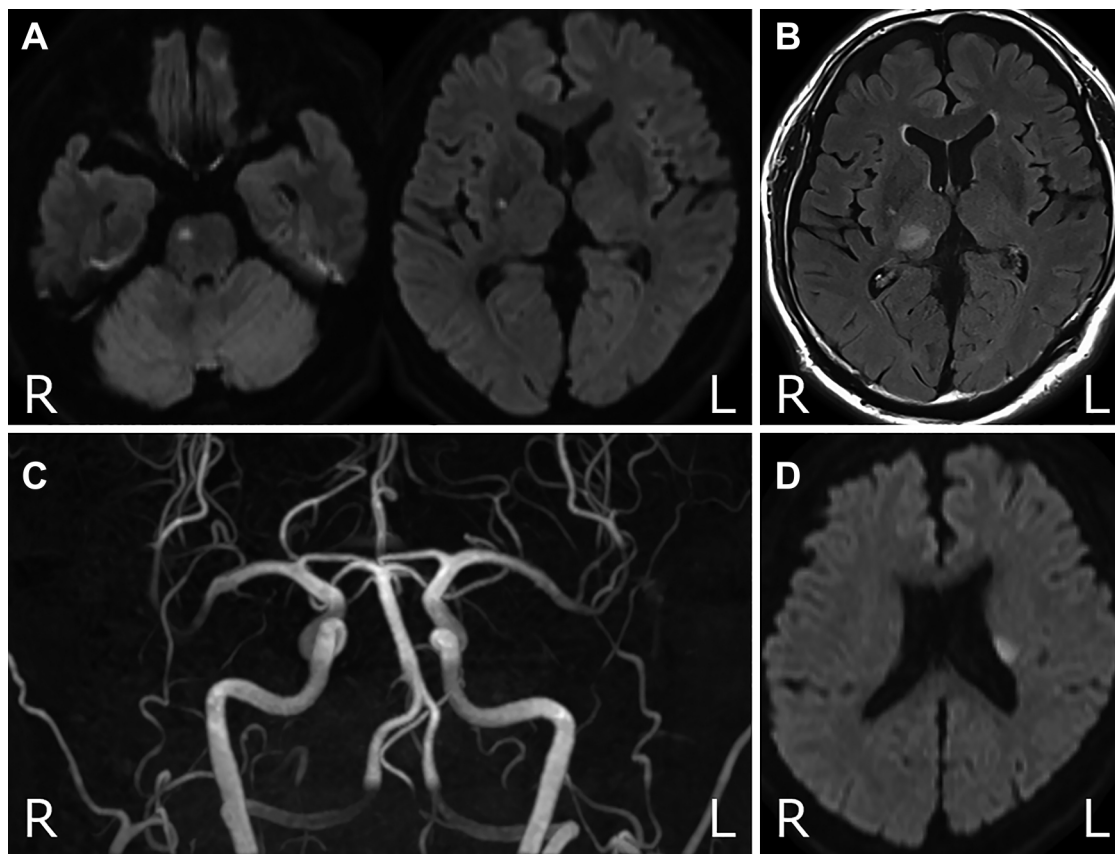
Axial MRI and MR angiography of the brain.
